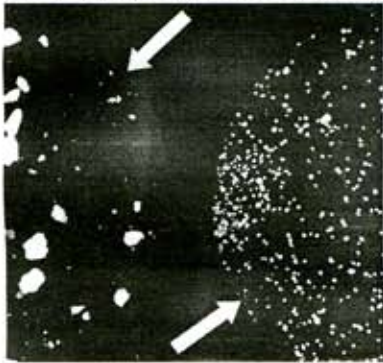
Рентгеновский снимок фрагмента тест-объекта в области микрокальцинатов
